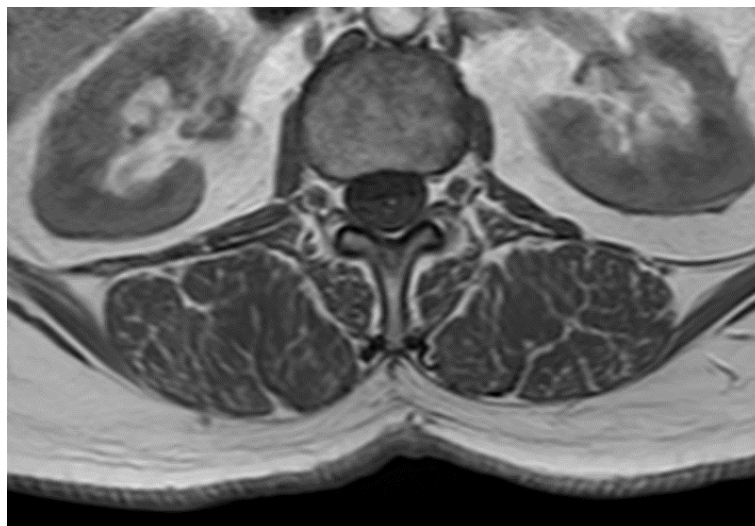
Immagine di un piano di MRI del paziente ID022 che mostra il maggiore spessore di adipe tra cute e muscoli lombari multifidi rispetto al paziente ID061.
